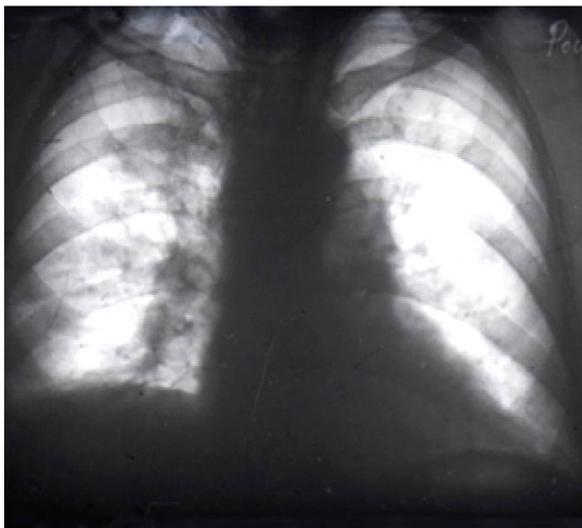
Рентгенограмма органов грудной клетки. Метастатическое поражение правого легкого при раке маточной трубы (подтверждено на аутопсии). Больная Р. 52 лет (протокол № 34)
